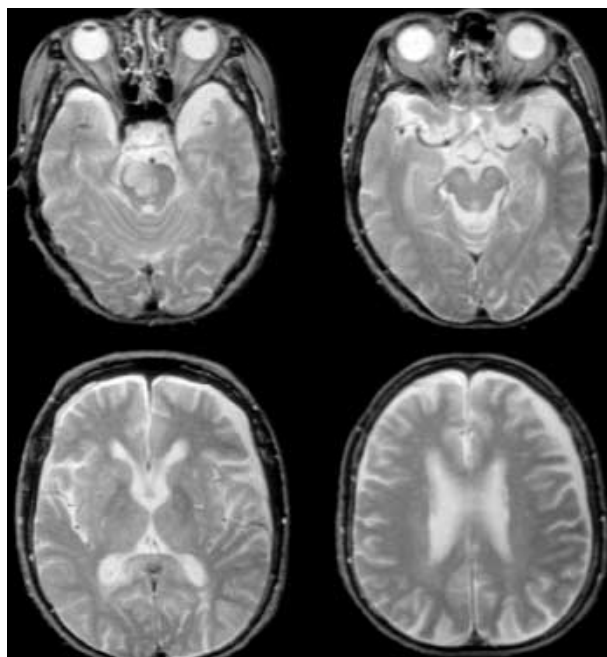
T2-weighted MR images of the patient. Axial scan of MR shows high signal densities in right pons consistent with ischemia.
